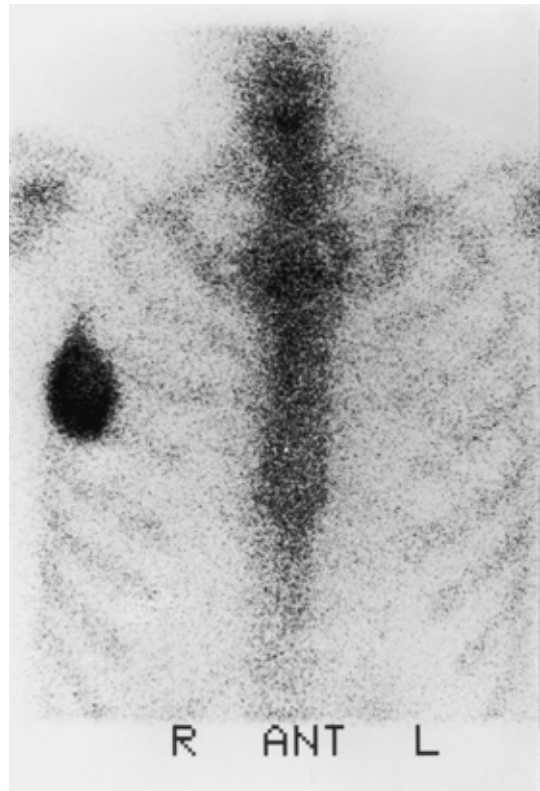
Bone scintigram showing abnormal uptake in the right 4th rib.
